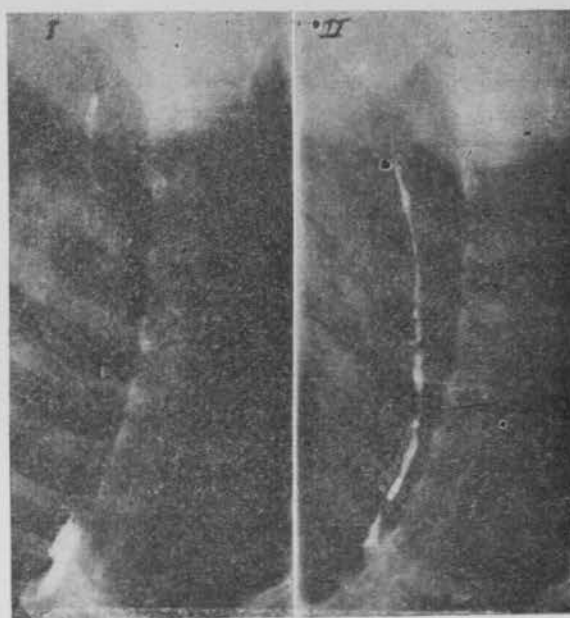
Caso 2. Radiografía preoperatoria.
